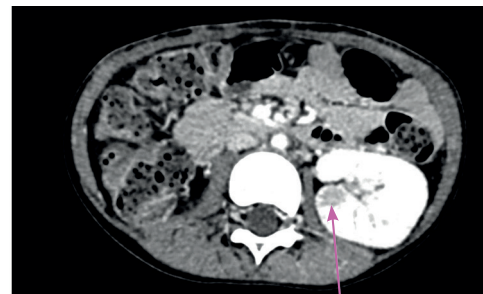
КТ ОБП (после 6 курсов адъювантной ПХТ). В проекции ложа удаленной правой почки патологические образования не определяются. Изоденсивный субкапсулярный очаг в среднем сегменте левой почки в области задней губы размерами 10 × 12 мм с нечетким контуром, накапливающий контраст, возможно, метастатического характера
